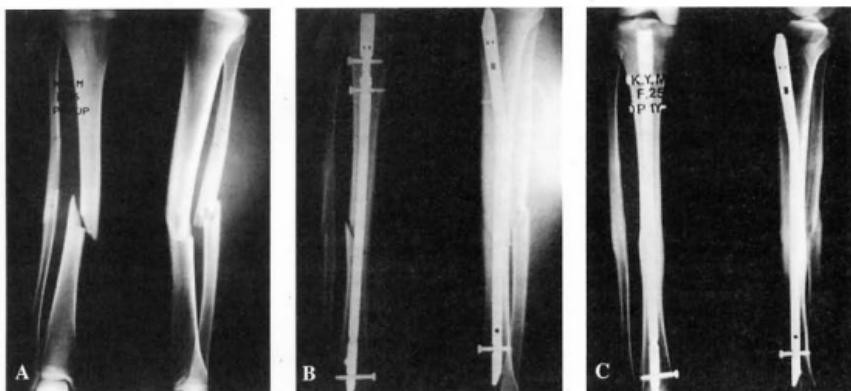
The initial roentgenograms of type IIIa open comminuted tibial mid 1/3 shaft fracture of a 25-year-old female.
